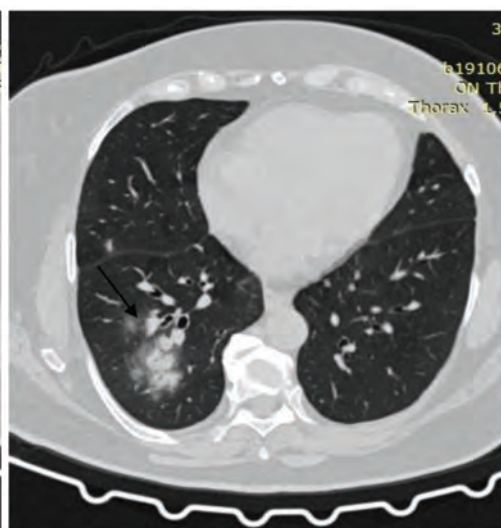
КТ хворої Є., 65 років. Визначаються ділянки консолідації легеневої паренхіми з обох боків
